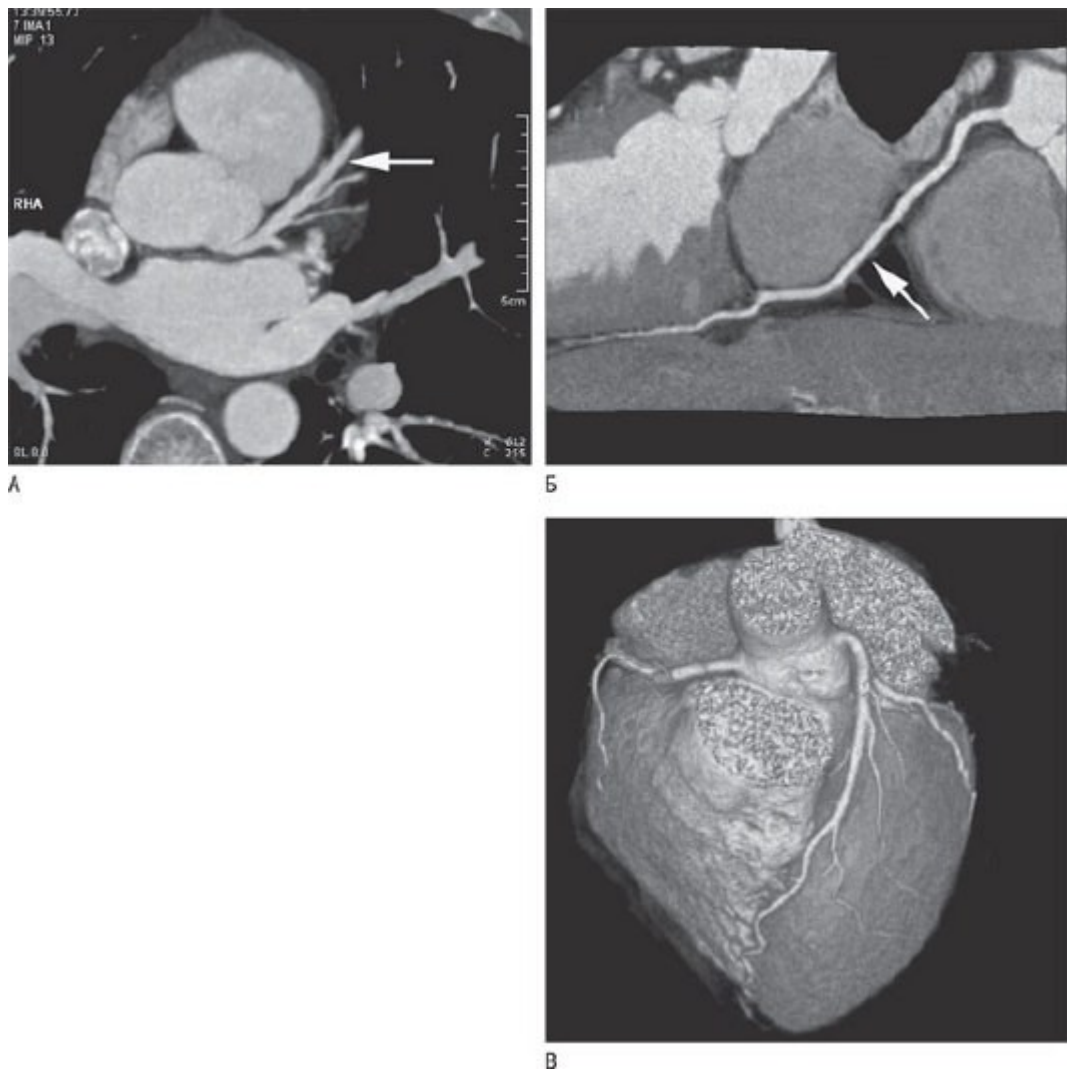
Вторичная реконструкция изображения и последующая обработка. Вторичные методы реконструкции демонстрируют тот же набор данных мультиспиральной КТ, что и на рис. 6.10. А - изображение в проекции максимальной интенсивности в тонком срезе на том же уровне, как на рис. 4.8, Б. В пределах 8-миллиметрового среза показаны только самые высокие денситометрические плотности (в основном усиленная контрастом кровь или металл и кальцификаты), которые позволяют оценить более длинные сегменты сосуда и маленькие ответвления. Изображение в проекции максимальной интенсивности меньше подходит для сильно кальцинированных сосудов или стентов. Б - криволинейная реконструкция по ходу оси сосуда может показать всю ветвь венечной артерии в одной плоскости, в данном случае правую венечную артерию. В - 3D-объемная реконструкция сердца и венечных артерий (верхняя, левый переднекосой вид) обеспечивает общее представление об анатомии этих артерий и ее отношения к анатомии сердца (см. рис. 6.10).
